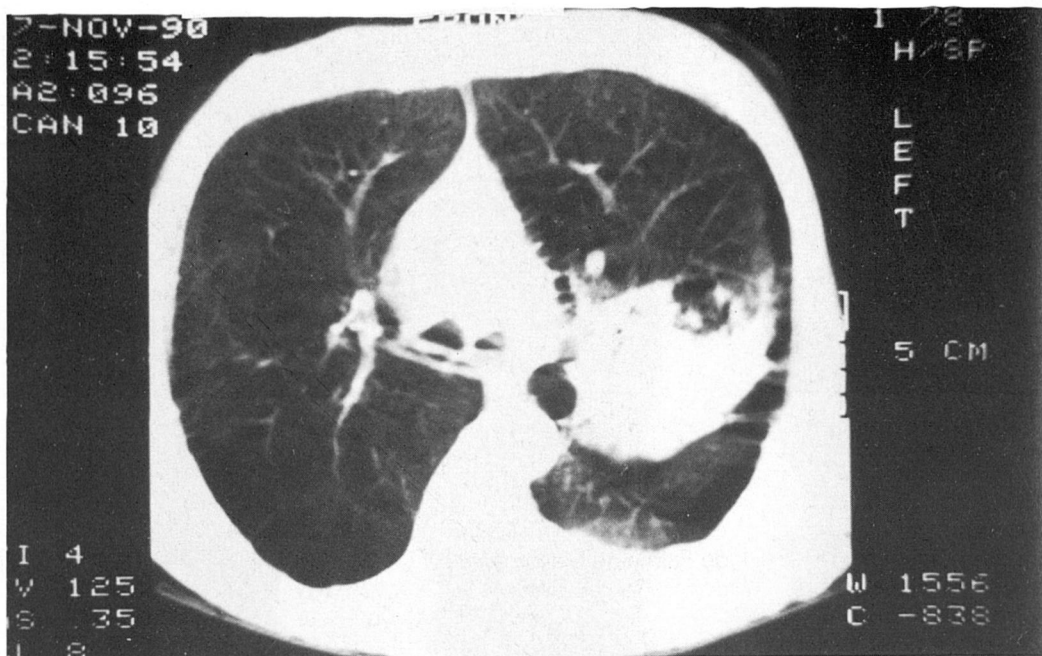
Estudio mediante TAC en el que puede observarse una masa parahiliar con áreas de broncograma aéreo. Nótese la espiculación de la pleura mediastínica paracardíaca izquierda.
